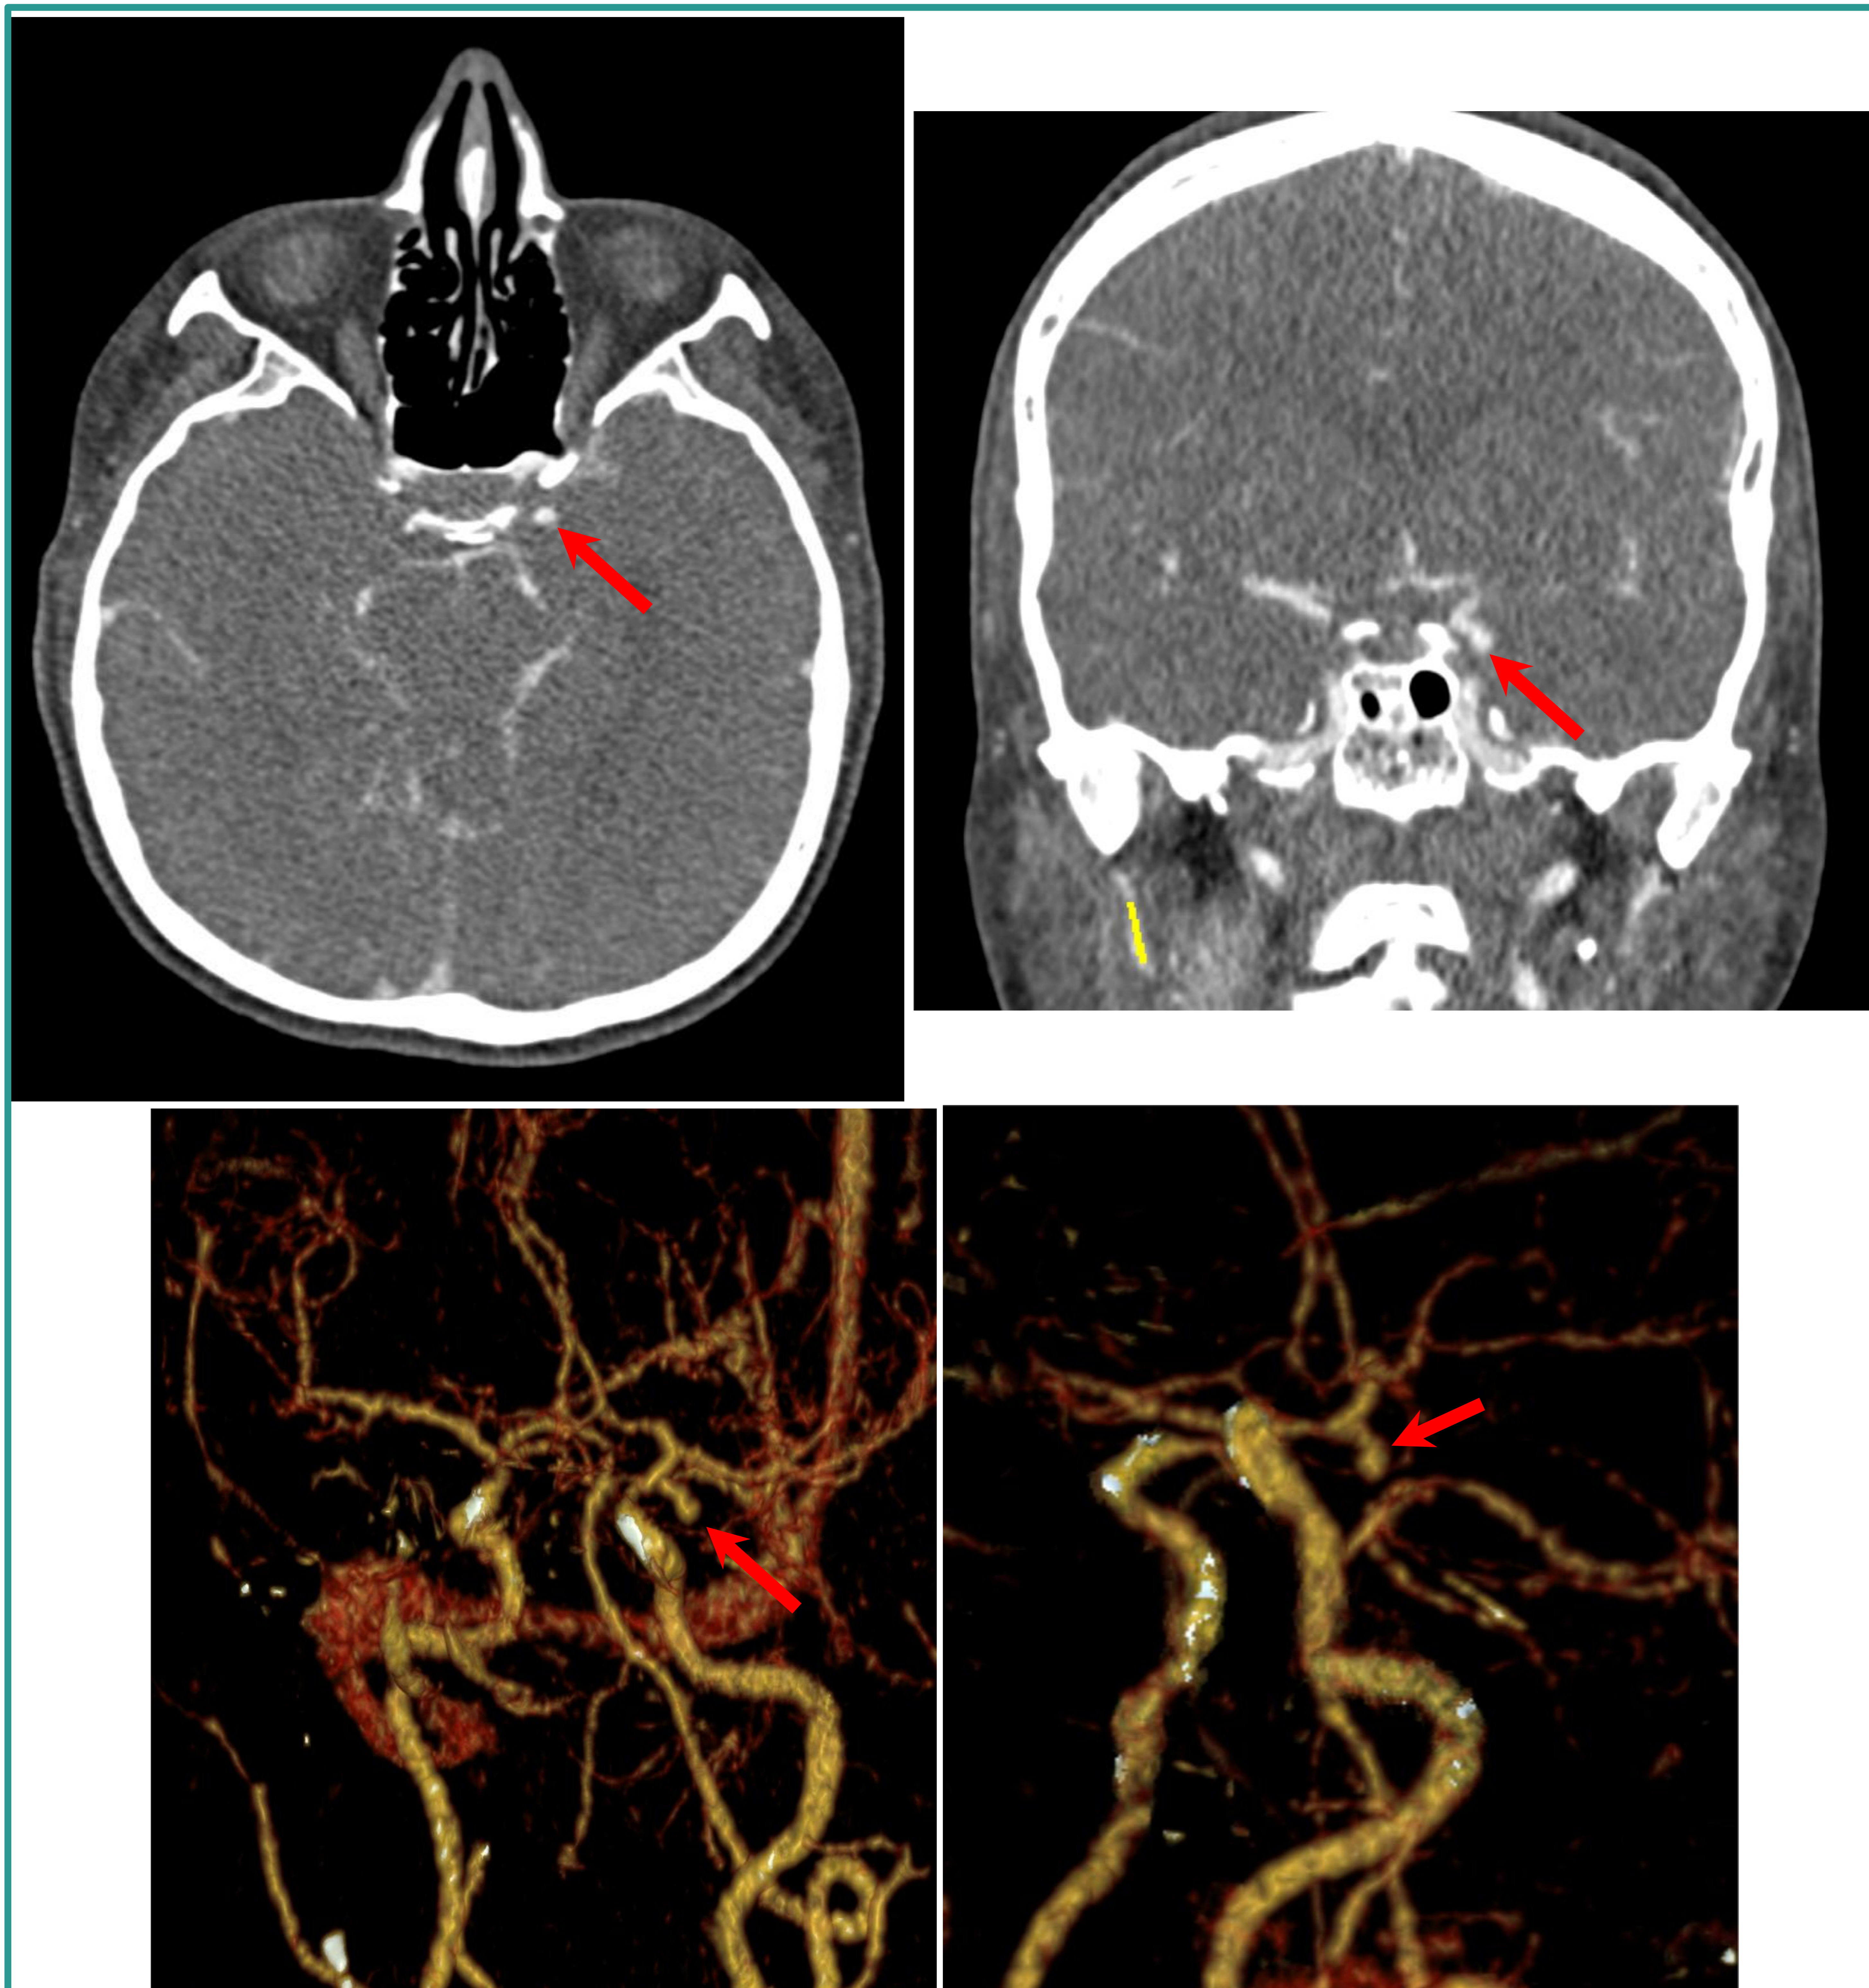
TC con contraste intravenoso del mismo paciente de la Imagen 10 donde se visualiza un aneurisma de alrededor de 6 mm en segmento comunicante (C7) de la arteria carótida interna izquierda (flechas). Abajo se muestran las reconstrucciones 3D.
